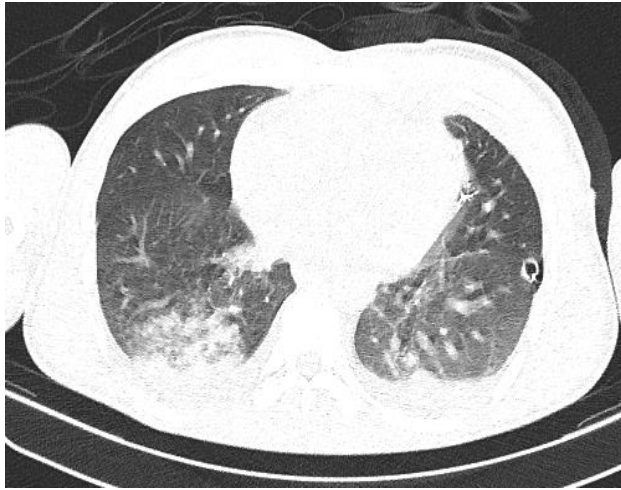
Secțiune transversală CT torace la 2 zile post-operator ( procese de condensare alveolară și arii cu aspect de "geam mat" în ½ posterioare ale câmpurilor pulmonare, predominant jumătatea inferioară, bilateral. Minime colecții fluide pulmonare bilaterale, postero-bazale, cu minime procese distelectatice pulmonare adiacente)
